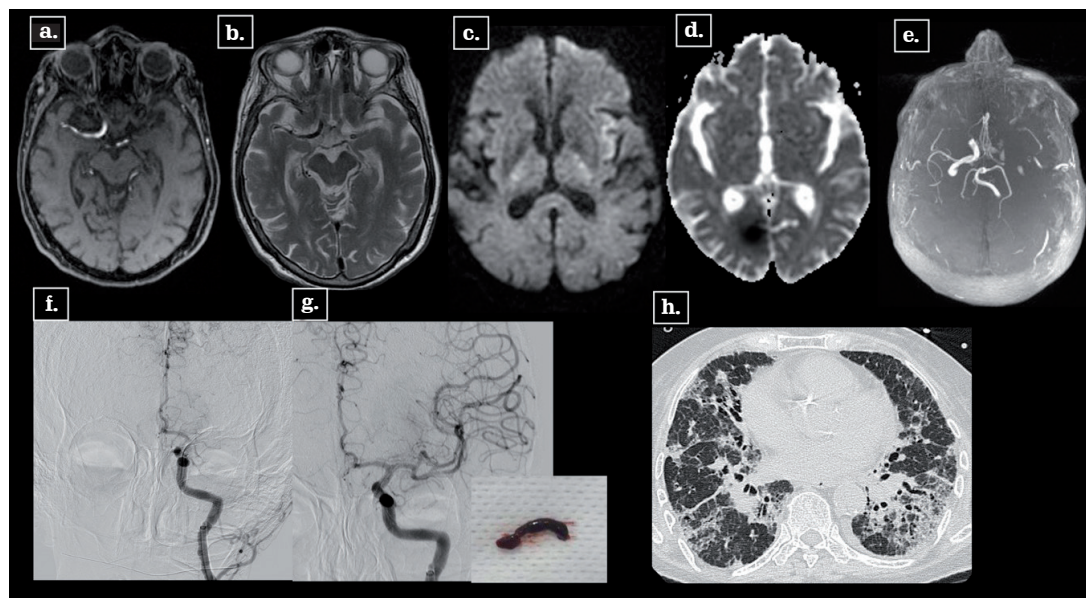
Infarto hiperagudo del segmento comunicante de la ACM izquierda. Paciente femenina de 72 años, PCR COVID-19 positiva. RM cerebral, axial FLAIR (a), axial T2WI (b), DWI (c), mapa ADC (d), angioRM en TOF 3D (e): ausencia de señal de flujo en el segmento comunicante de la ACI izquierda y de la ACM izquierda, desde M1. Territorio de restricción a la difusión tisular, opercular y en brazo posterior de cápsula interna izquierda, sin representación FLAIR, territorio mínimo de ACM. Angiografía de vasos cerebrales (f y g): confirma presencia de trombo en la ACI izquierda. (g) Control angiografía DSA posterior a trombectomía mecánica. TC axial de tórax sin contraste (h): opacidades en vidrio esmerilado y engrosamiento de septos interlobulillares (crazy paving), distribución multilobar con cambios por neumopatía crónica. Fuente: los autores.
